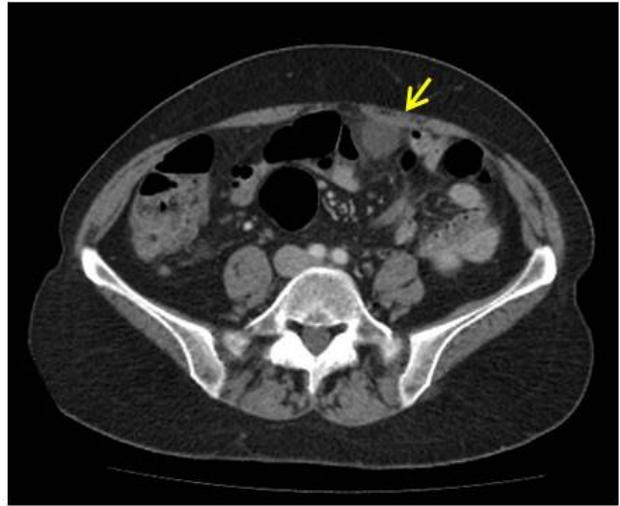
Paciente mujer de 55 años que acude a UMed por dolor periumbilical se realiza ecografía abdominal y TC abdominopélvico con CIV donde se identifica en localización periumbilical intraabdominal, imagen redondeada de densidad grasa que asocia discreta trabeculación de la grasa mesentérica adyacente en secundarios a cambios inflamatorios. DX infarto omental.
